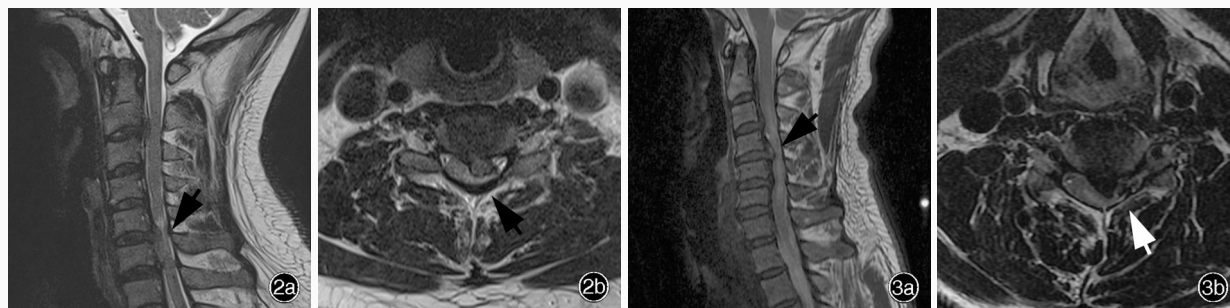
例2颈椎MRI检查所见 2a 矢状位T₂WI显示,C₅₋₆椎间盘向后脱出及突出,C₆₋₇椎间盘向后突出,同层面椎管狭窄,脊髓前缘受压明显,C₂₋₃、C₃₋₄、C₄₋₅椎间盘轻度向后突出(箭头所示) 2b 横断面T₂WI显示,C₅₋₆椎间盘髓核偏左脱出,邻近脊髓前缘受压明显,髓内异常高信号影考虑变性,左侧神经根受压(箭头所示) 图3 例3颈椎MRI检查所见 3a 矢状位T₂WI显示,颈椎退行性变,C₃₋₄、C₄₋₅、C₅₋₆椎间盘突出,C₄₋₅椎间盘水平椎管狭窄,同层面颈髓受压(箭头所示) 3b 横断面T₂WI显示,C₄₋₅椎间盘中央型突出,邻近椎管重度狭窄,颈髓受压,髓内可见异常高信号,提示颈髓损伤(箭头所示)
